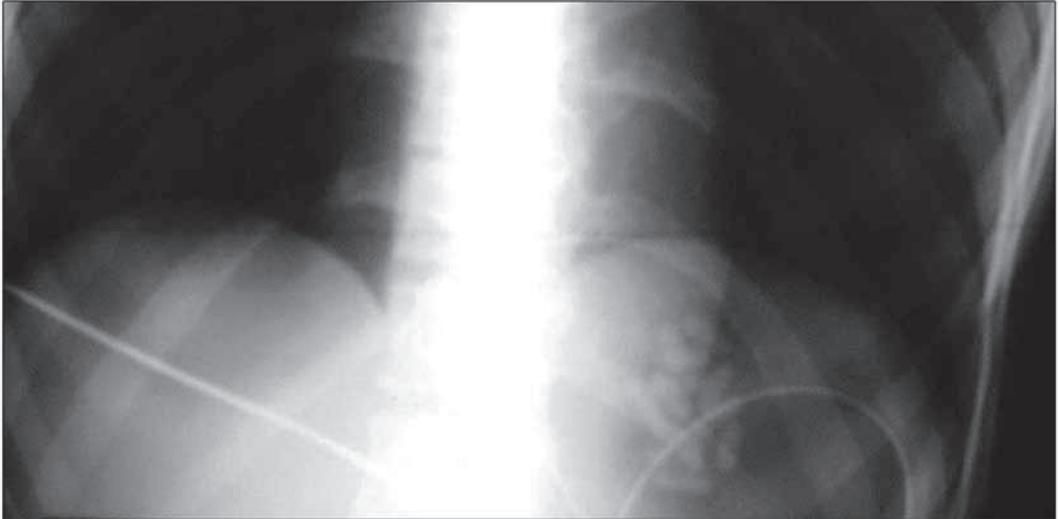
Radiografía de tórax de paciente remitido a Urgencias tras sobredosis voluntaria de clomipramina. Se observan pastillas en la cámara gástrica.
